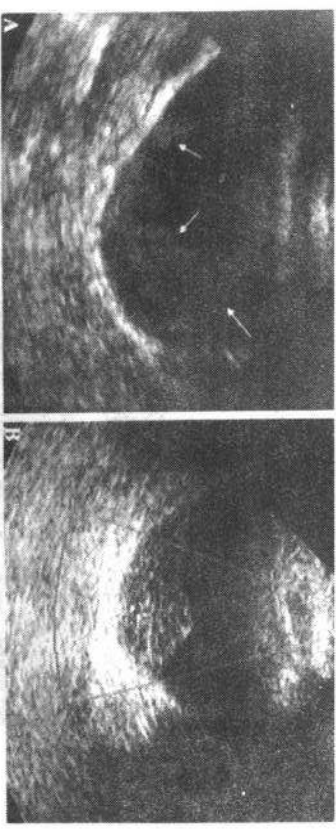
53 岁男性病人于近期肾移植后出现血尿。超声提示膀胱内不规则组织(A 图箭示), 多普勒示组织内有血流存在(B 图内较亮区域表示原彩色图像的血流影), 此与肿瘤内的表现一致, 而不是血块的表现。
